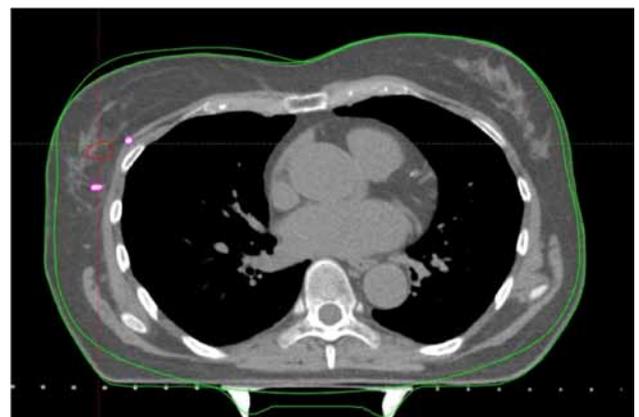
Рентгенконтрастные метки, установленные в проекции первичного опухолевого очага
